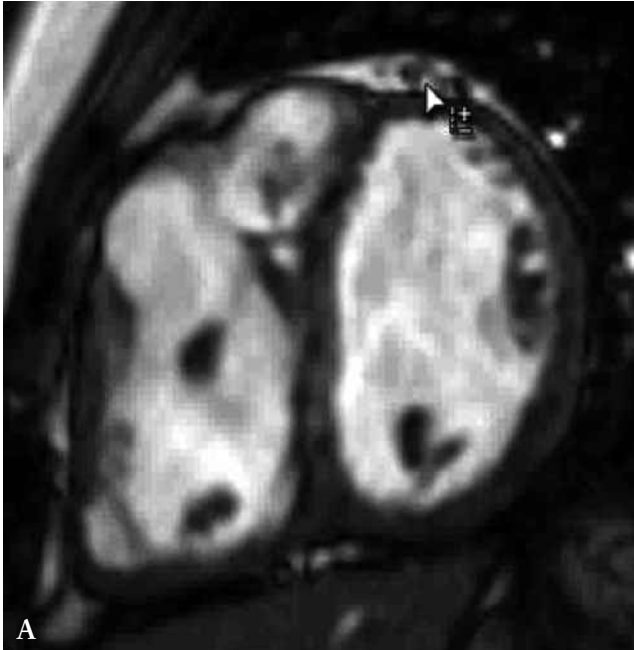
Imagen de resonancia magnetica antes y después del implante protésico de válvula pulmonar en paciente con tetralogía de Fallot operada en la infancia. A) Dilatación aneurismática del tracto de salida ventricular derecho; B) Postimplante de prótesis.
